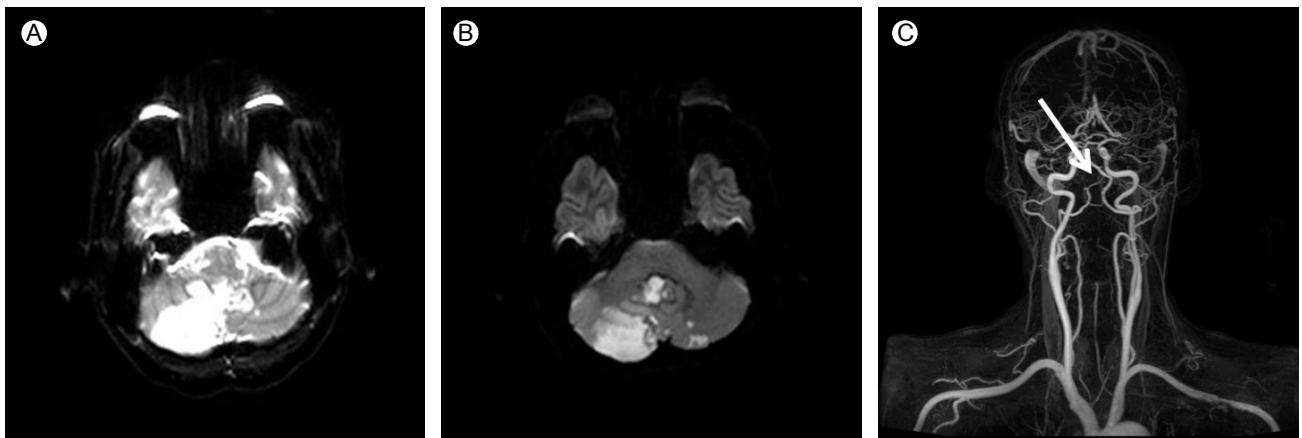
Brain magnetic resonance imaging demonstrated acute territorial infarction with focal hemorrhagic transformation in both posterior inferior cerebellar artery (PICA) territories (A, B) and luminal narrowing in the right distal vertebral artery (C, arrow).
